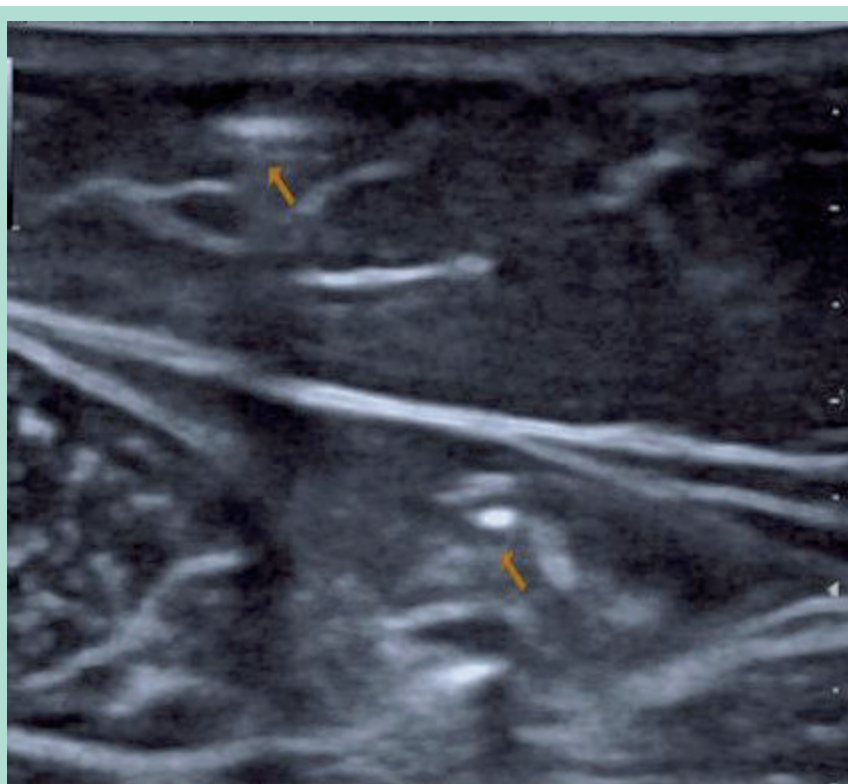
Visualisation échographique de la mousse dans la varice grande saphène et son accessoire superficielle spasmées à 30 secondes d'une sclérose mousse (bon pronostic).
